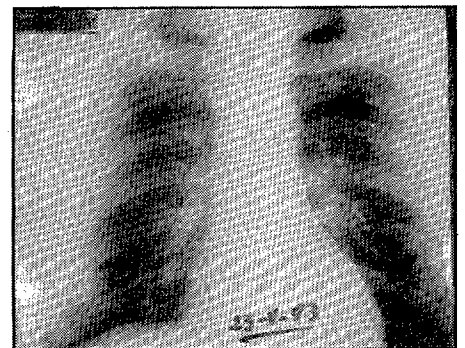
Radiografía PA de tórax a los cinco meses de tratamiento. A: Sinequía mínima del seno costofrénico derecho; engrosamiento pleural localizado azilar derecho en el que se implanta en ángulo agudo imagen ovalada de 3,5 cm. B: Detalle.
